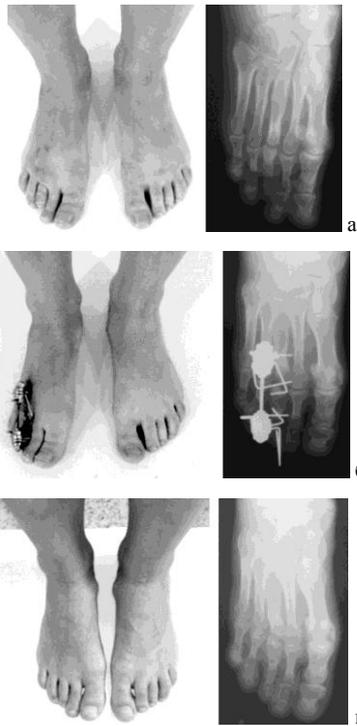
Фото и рентгенограммы стопы в прямой проекции пациента с гипоплазией пальца стопы: а – до лечения; б – в процессе лечения (дистракция – 14 дней, фиксация – 31 день); в – после выполненного удлинения (через 6 месяцев)
